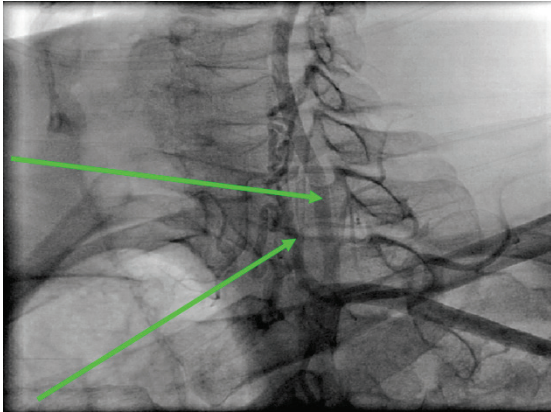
Рентгеновская ангиография, боковая проекция. От левой подключичной артерии, параллельно левой позвоночной артерии, отходит сосуд, патологически извитой на всем своем протяжении
